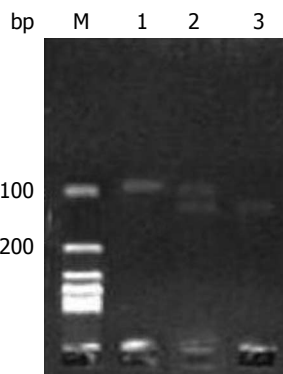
PCR-RFLP结果电泳图。M: DNA marker; 1: CC基因型; 2: CT基因型; 3: TT基因型。
